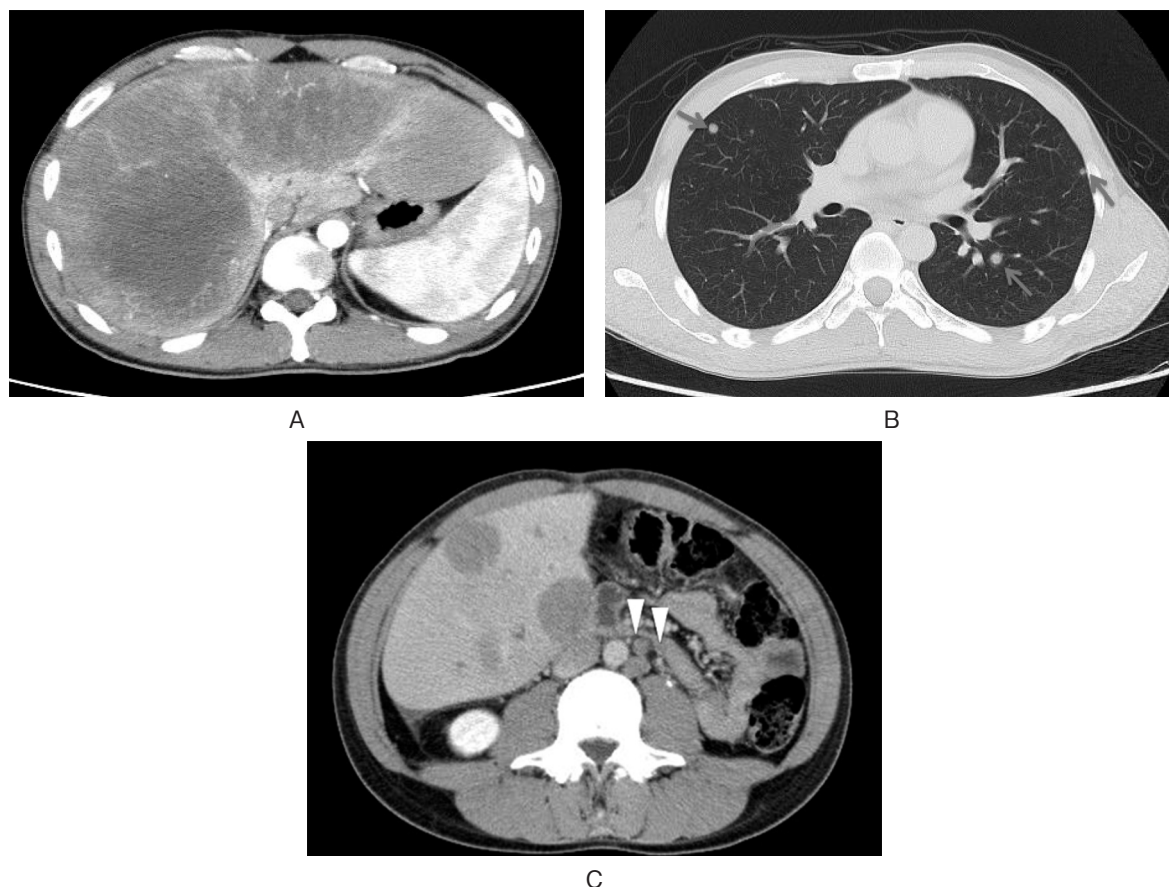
CT revealed multiple liver tumors (A), multiple lung tumors (B), and para-aortic lymph node swelling (C).
